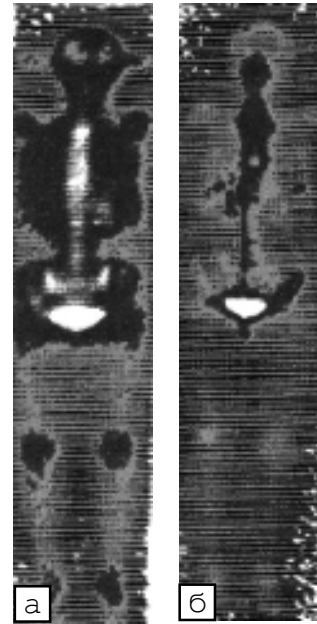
Остеосцинтиграма хворого на рак грудної залози з метастатичним ураженням кістяка: а – до лікування; б – після лікування. Визначається зменшення осередків гіперфіксації РФП
